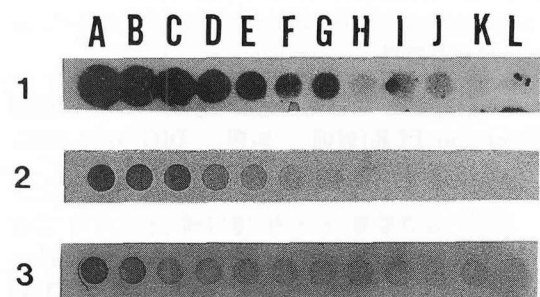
Sensitivity of dot blot hybridization detection of serially diluted cloned HBV DNA. A) 1,024 picogram(pg), B) 512pg, C) 256pg, D) 128pg, E) 64pg, F) 32pg, G) 16pg, H) 8pg, I) 4pg, J) 2pg, K) 1pg, L) 0.5pg. 1. Autoradiogram hybridized with the ³²P-dCTP-labeled HBV DNA probe. Films were developed after 24 hours of autoradiographic exposure at -70°C. 2. Dot blot hybridization results obtained after hybridization with the digoxigenin-labeled HBV DNA probe which is made by random-primed labeling method. It took 6 hours of incubation at room temperature for colorization. 3. Dot blot hybridization results obtained after hybridization with the digoxigenin-labeled HBV DNA probe which is made by PCR labeling method. It took 6 hours of incubation at room temperature for colorization.
